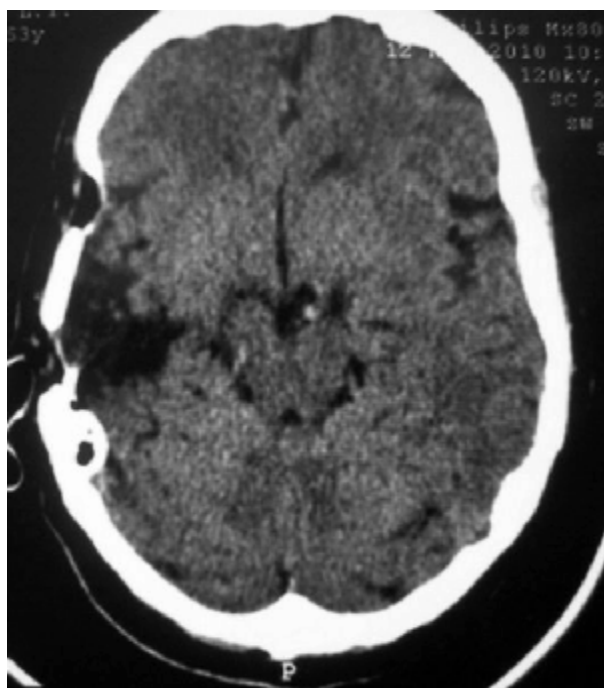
МСКТ с картиной порэнцефалии височной доли
